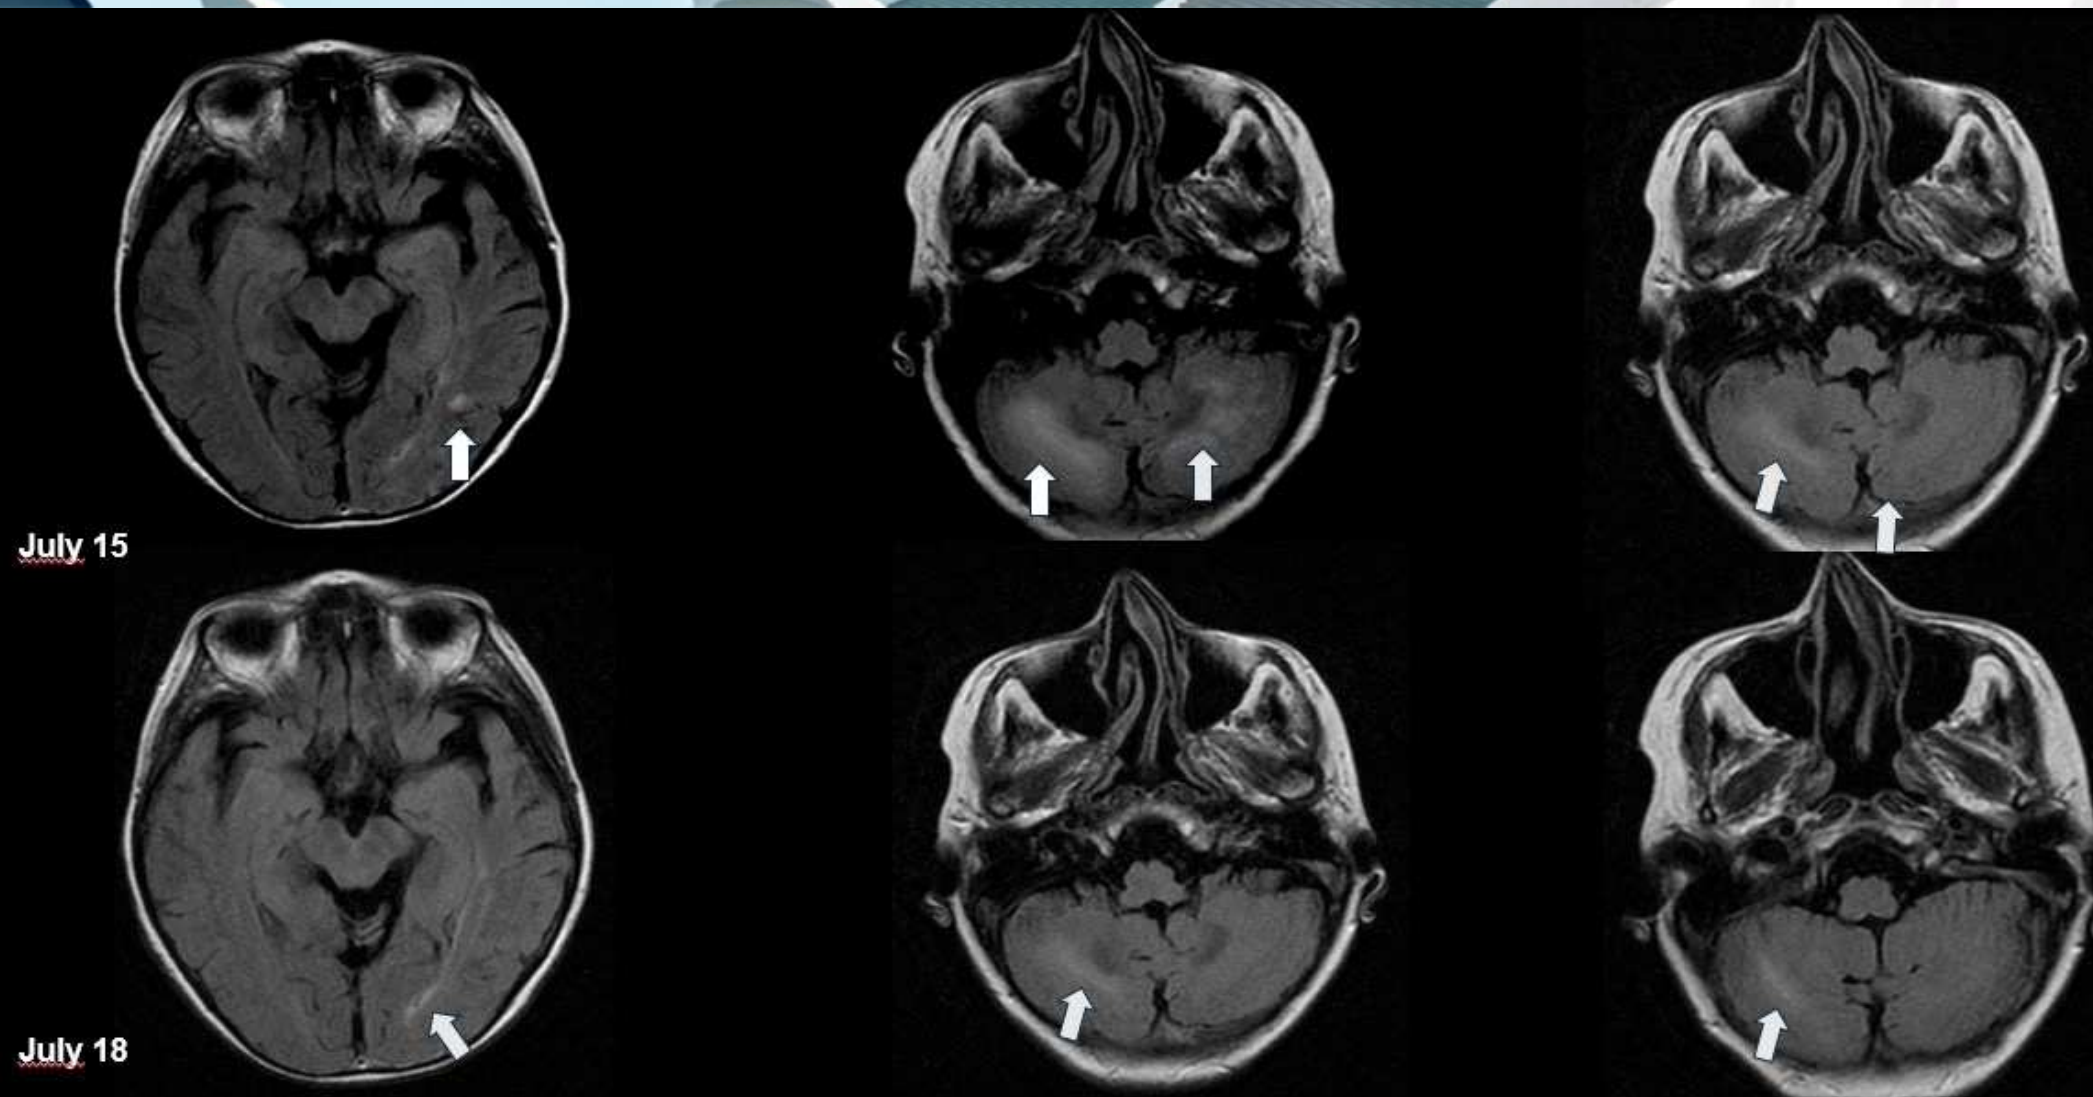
Cortes axiales de RM cerebral en secuencias T2 FLAIR, sin contraste i.v en una paciente con antecedente de carcinoma de ovario en tratamiento con bevacizumab, que presenta síndrome hemisférico izquierdo de resolución espontánea en menos de 24 horas, asociado a cefalea e hipertensión.
